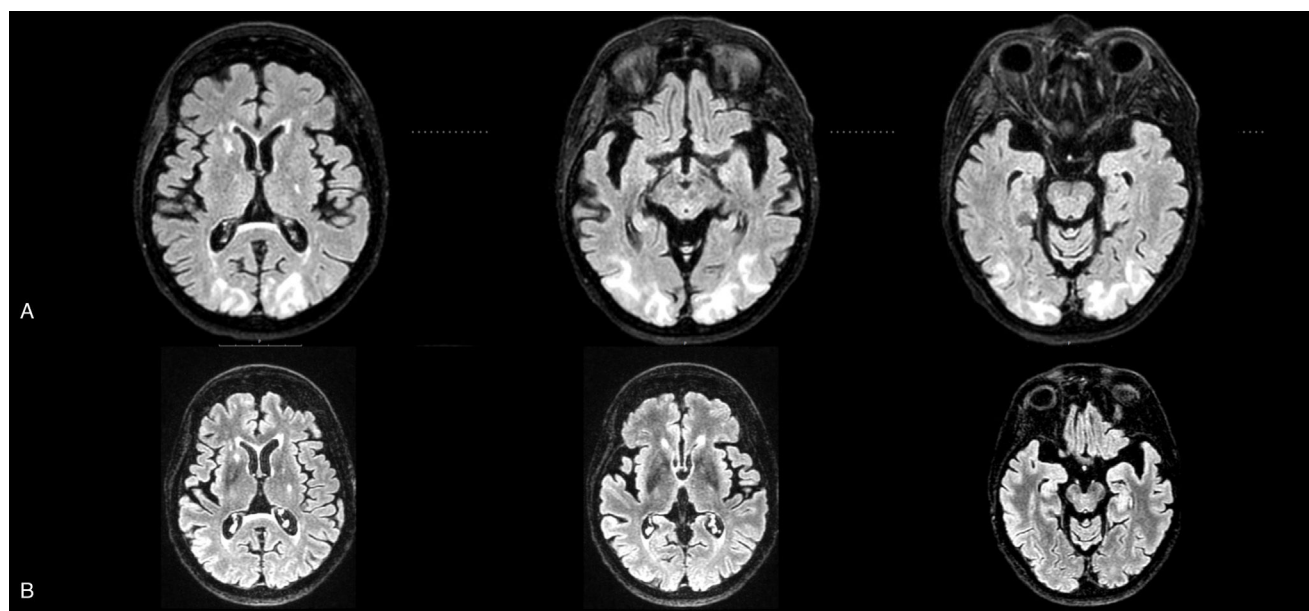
RM cerebral realizada a la paciente al ingreso y tres meses después en la consulta de revisión. En la fila superior A) se muestran diferentes cortes axiales en secuencia FLAIR donde se objetivan focos parcheados de edema vasogénico en sustancia blanca subcortical parietooccipital bilateral. En la fila inferior B) se aprecia mejoría radiológica con respecto a estudio previo, con práctica resolución de los focos de edema.
